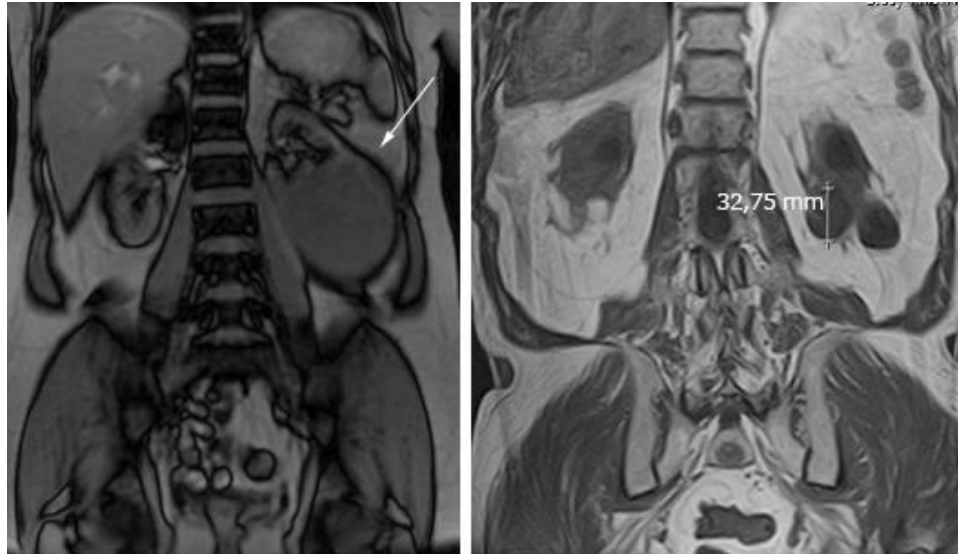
RM.: Quistes renales *Bosniak I*.
